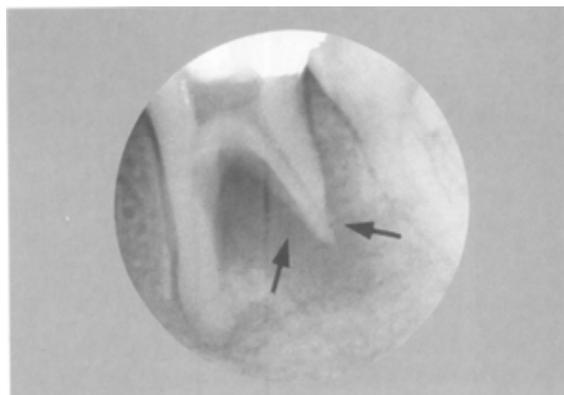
Radiografía de un molar inferior con reabsorción inflamatoria en la raíz distal ⁶.
